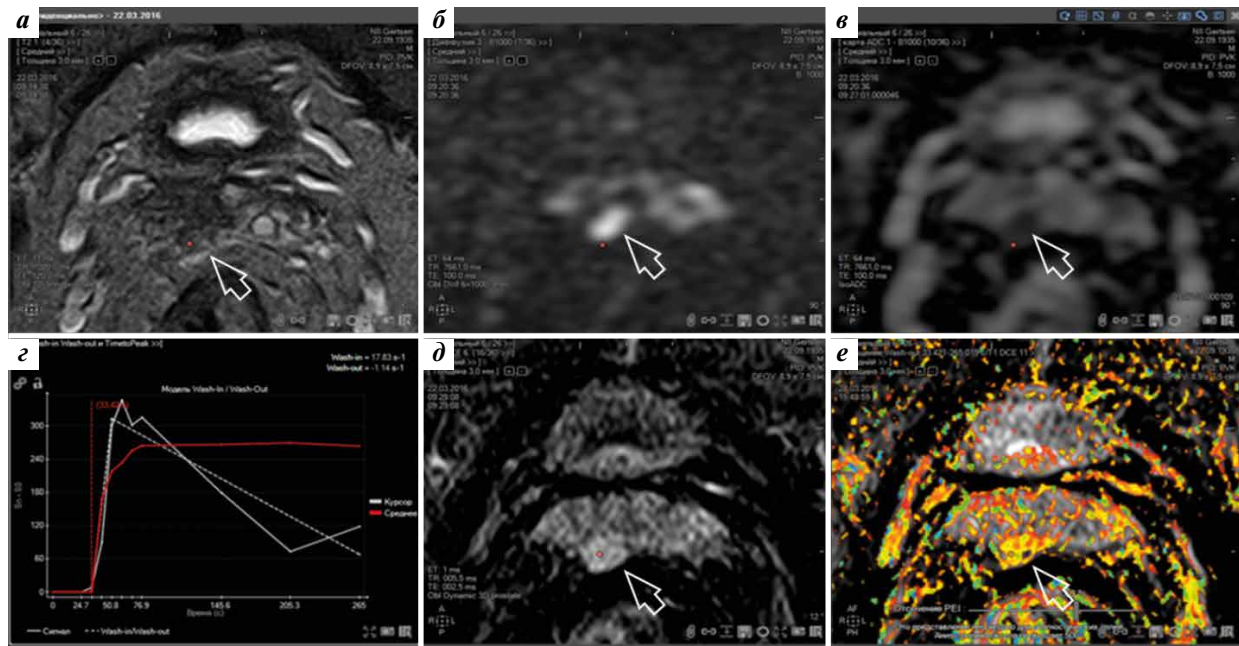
Магнитно-резонансные томограммы предстательной железы пациента с биохимическим рецидивом после брахитерапии в аксиальной проекции: а — T2-взвешенное изображение; б — диффузионно-взвешенное изображение; в — измеряемый коэффициент диффузии; г — динамические кривые в очаге фокального накопления контраста; д, е — динамическое контрастное усиление. Стрелками указан очаг рецидива в правых семенных пузырьках
